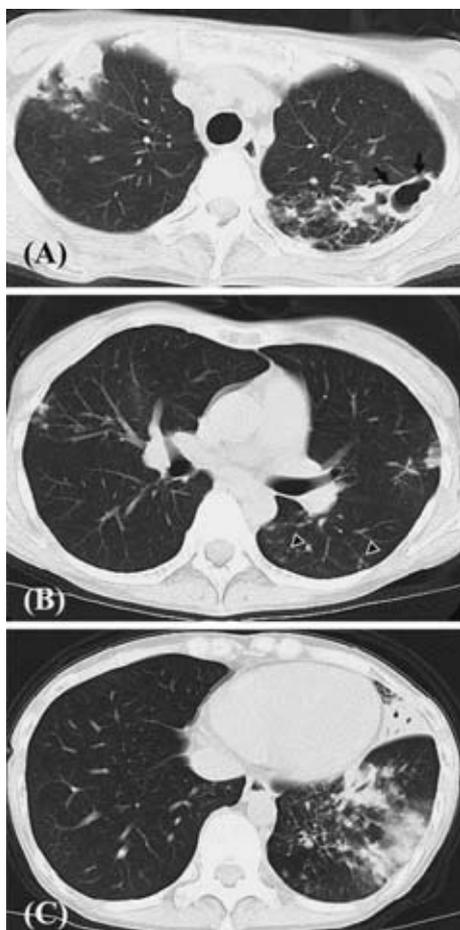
Chest computed tomography on the first visit. (A) Air space consolidations in the right upper lobe and infiltration shadows with a cavity lesion in the left upper lobe were demonstrated. (B) Nodular lesions were shown in the middle lobe and lingular. Also, peribronchial small nodules were seen in left S<sup>6</sup>. (C) Air space consolidation with air bronchogram was shown in the left lingular and lower lobe.
